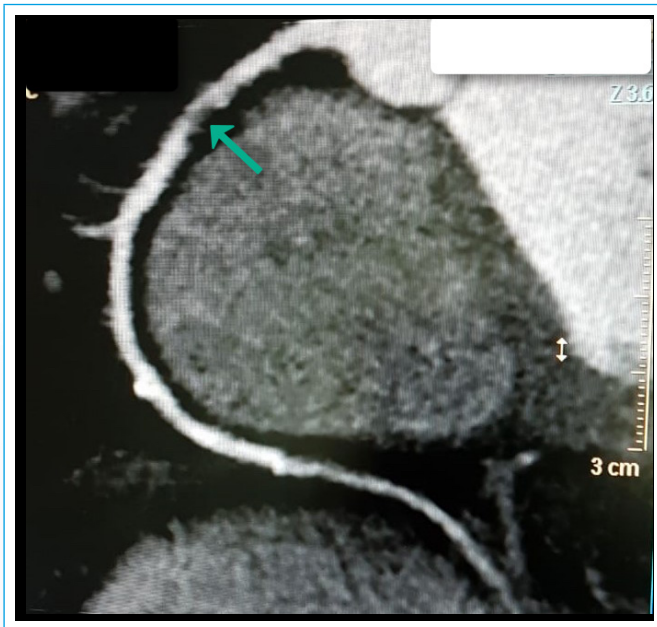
Coronariografía por TC. Arteria coronaria derecha. La flecha señala la presencia de enfermedad coronaria en el tercio proximal
